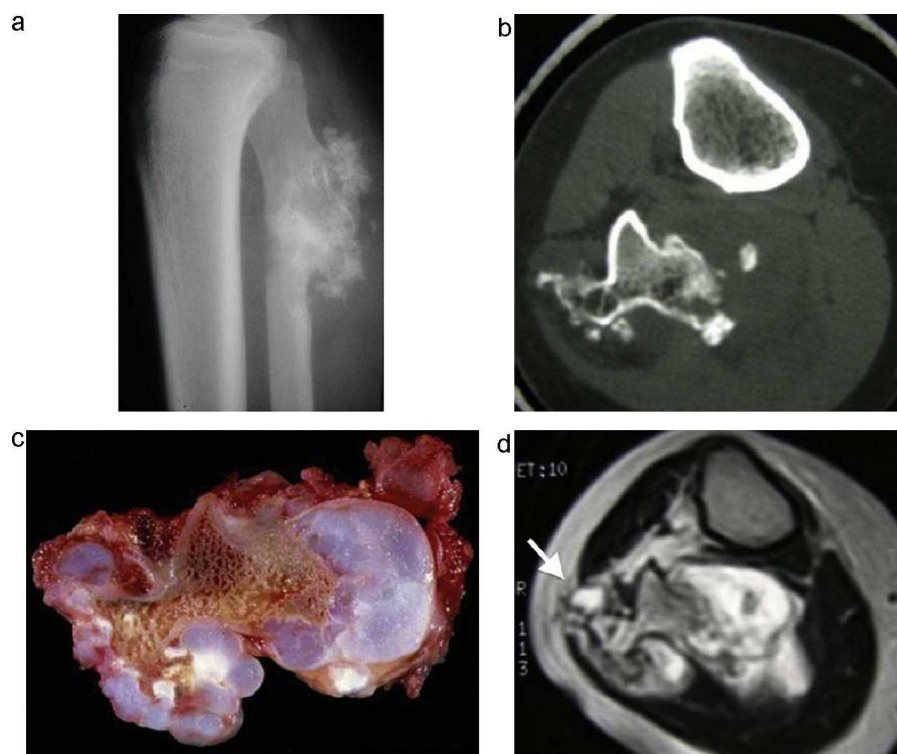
Transformación maligna de un osteocondroma peroneal. a) La radiografía lateral de la pierna muestra una lesión yuxtacortical en contacto con el margen posterior del peroné, con múltiples calcificaciones de tipo cartilaginoso. b) La TC muestra un osteocondroma sésil del peroné, de contorno irregular, con calcificaciones cartilaginosas y componente no mineralizado a su alrededor. c) En la pieza de resección se observa un tumor de aspecto polilobulado con nódulos de cartílago hialino alrededor del componente óseo del osteocondroma. d) La RM muestra la lesión lobulada hiperintensa de partes blandas (flecha blanca), hallazgos característicos de los tumores cartilaginosos.
